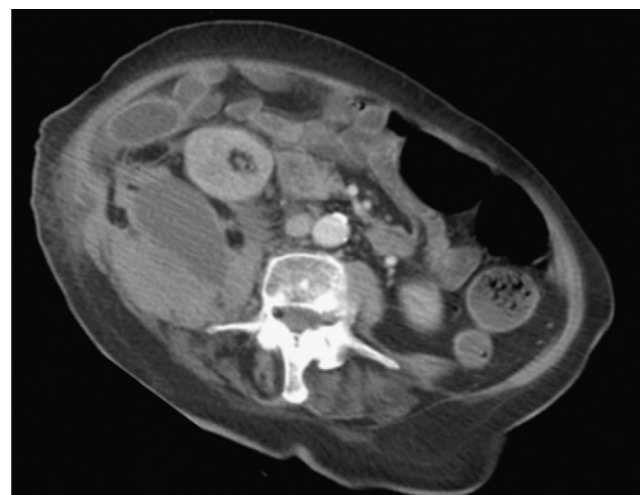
Imagen de la tomografía computarizada en la que se observa el extenso hematoma que incluye los músculos psoas-iliaco y cuadrado lumbar derechos.
